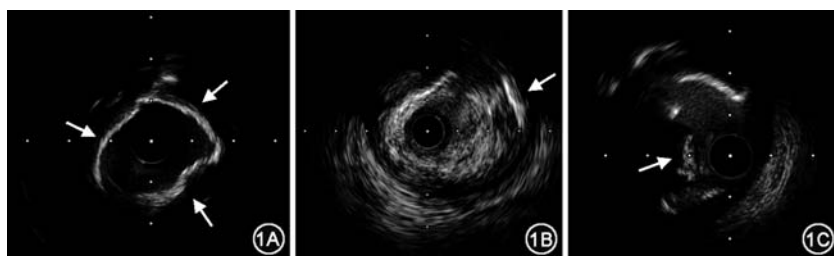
冠状动脉钙化病变(箭头所指)的典型血管内超声图像(1A:浅表钙化;1B:深部钙化;1C:钙化结节)
